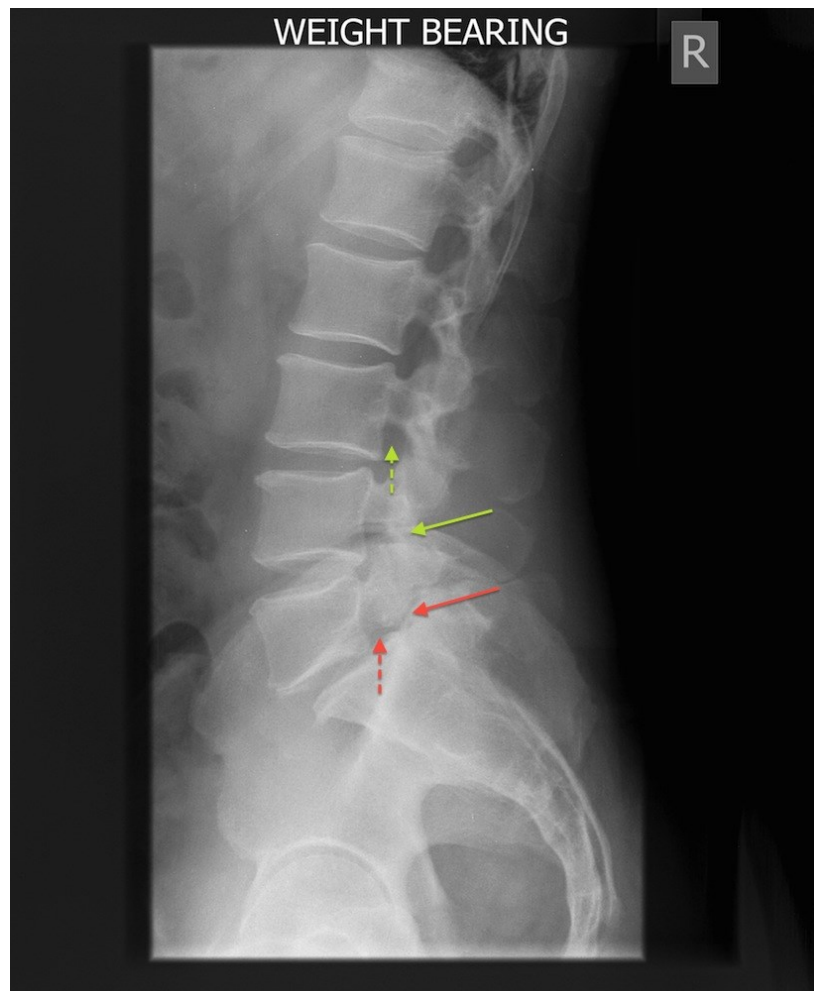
Konventionelles Röntgen LWS (sagittal): Neuroforamenstenose (gestrichelt) bei Spondylolisthesis (durchgängig)
